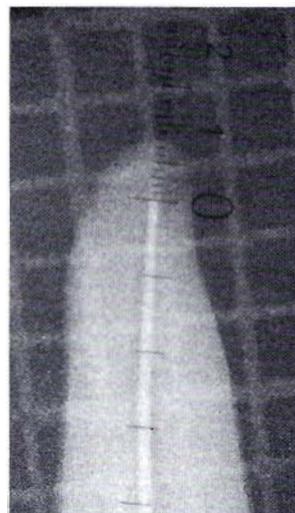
Strumento giudicato corto entro limiti clinicamente accettabili: radiografia standard.
